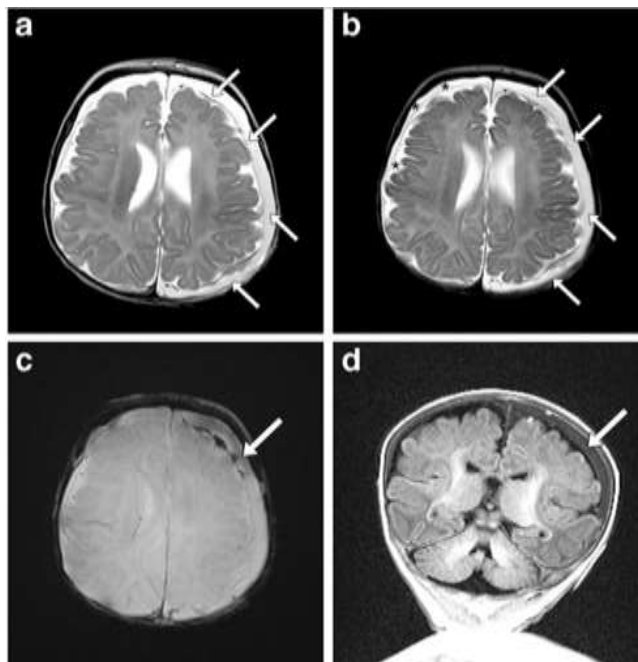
Niño de 2,4 meses con congruencia entre conT2FSE (eco de espín rápido T2 convencional) y ssT2FSE (eco de espín rápido T2 de disparo único). Hemorragia subdural bilateral de convexidad completa con membranas en evolución entre las hemorragias subdural y subaracnoidea, mayor en la izquierda que en la derecha. a, b. Las flechas en conT2FSE (a) y ssT2FSE (b) delimitan una membrana subdural de convexidad completa izquierda relativamente más gruesa; los asteriscos (b) dentro del espacio subdural delimitan una membrana de convexidad completa derecha relativamente más delgada relacionada con tejido aracnoideo desplazado, separado del espacio subaracnoideo adyacente y la superficie pial en ssT2FSE. c, d. Las flechas muestran el producto sanguíneo en la ecografía de gradiente axial (GRE) (c) y en la ecografía coronal T1-FLAIR (recuperación de inversión atenuada por fluido).
